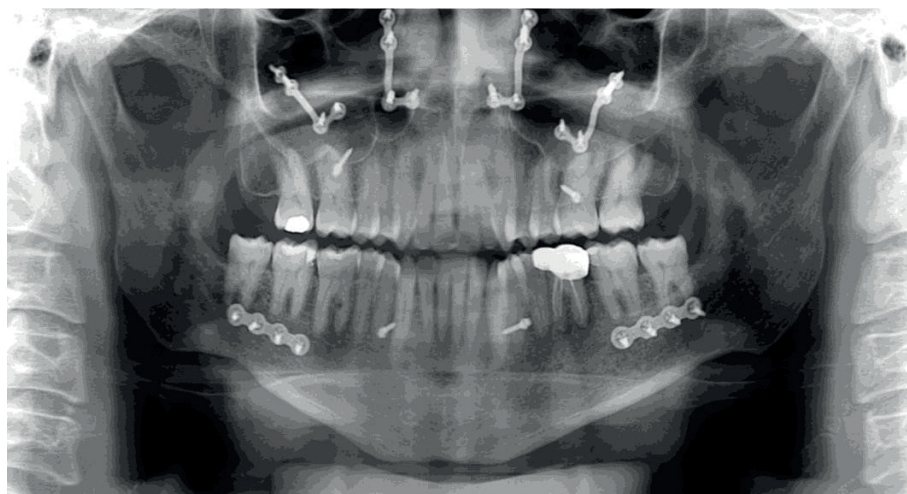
Radiografia final, pós-cirúrgico.
